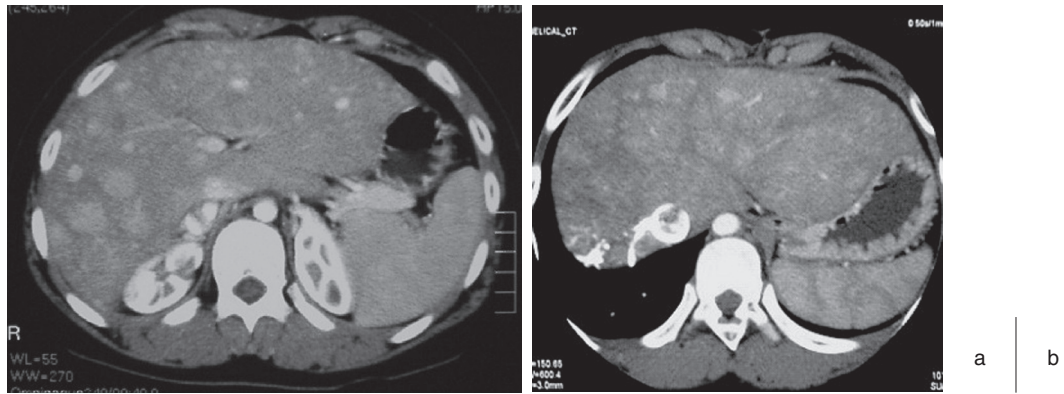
Enhanced CT image.
